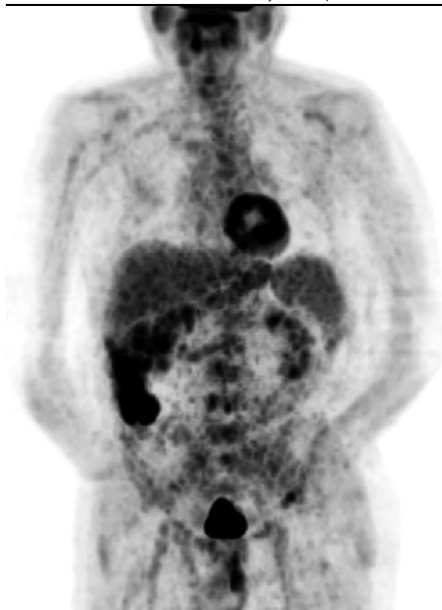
PET scan před léčbou dabrafenibem a trametinibem
